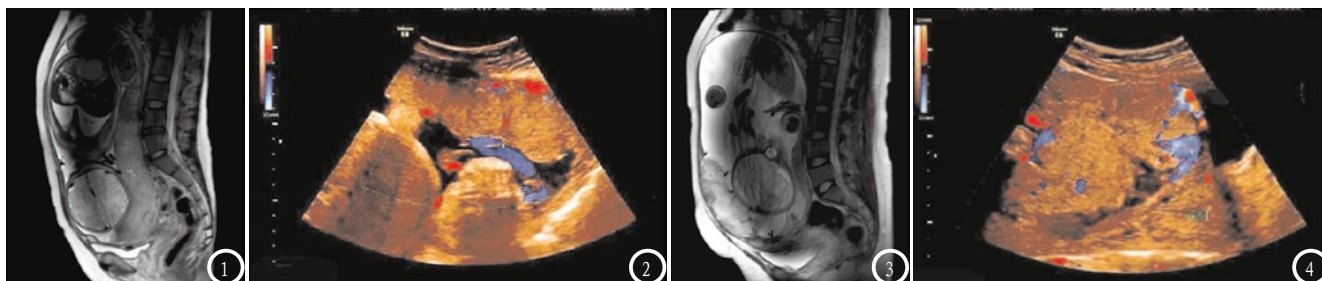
34岁孕妇,孕37⁺周,有剖宫产史,确诊粘连性PIA。图1 为SSTSE/T₂WI矢状位MRI影像,可见剖宫产瘢痕区域胎盘附着,子宫肌层局限性变薄且界限不清,诊断准确;图2 为二维彩色超声影像,存在胎盘后间隙回声,且未见胎盘后血管回声,误诊为PIA阴性;图3-4 29岁孕妇,孕34⁺周,有剖宫产史,确诊为植入性PIA。图3 为SSTSE/T₂WI矢状位MRI影像,可见瘢痕区域多处血管走行迂曲,诊断准确;图4 为二维彩色超声影像,胎盘下段后方低回声带消失且内部存在广泛不规则回声区,母体面可见明显血窦与高速脉冲动脉血流,诊断准确。
